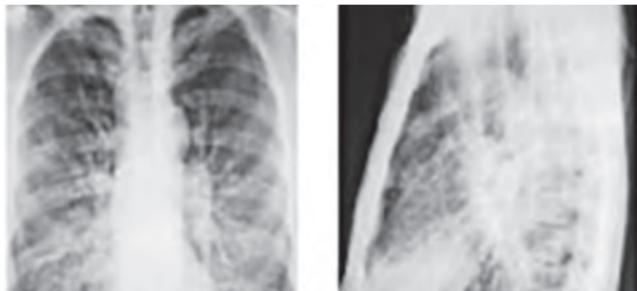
Рентгенограммы пациента Б.
